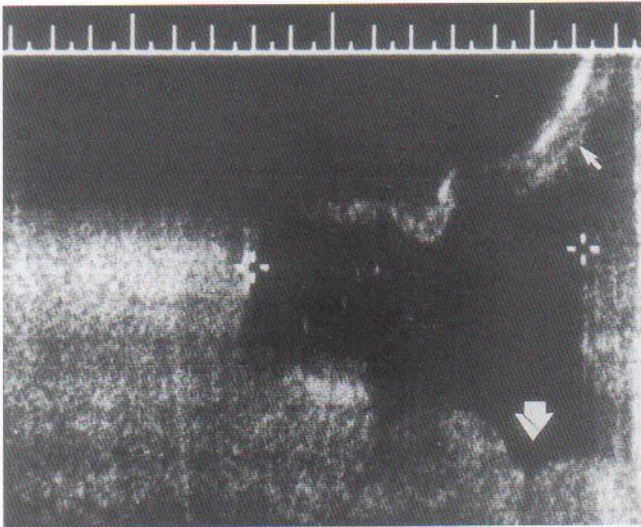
Ecografía realizada a las 22 semanas de gestación. La isoinmunización Rh grave produce múltiples efectos. Obsérvense el polihidramnios (hidramnios), con bolsas de líquido amniótico que miden 10 cm o más (entre los cursores blancos). La placenta (derecha y abajo) está muy deformada por edema (flecha grande). El feto tiene anasarca (infiltración generalizada de líquido de edema en los tejidos subcutáneos), con edema del cuero cabelludo (indicados con flecha pequeña). (Cortesía de C. R. Harman, MD, Department of Obstetrics, Gynecology and Reproductive Sciences, University of Maryland, Baltimore, Maryland.)
